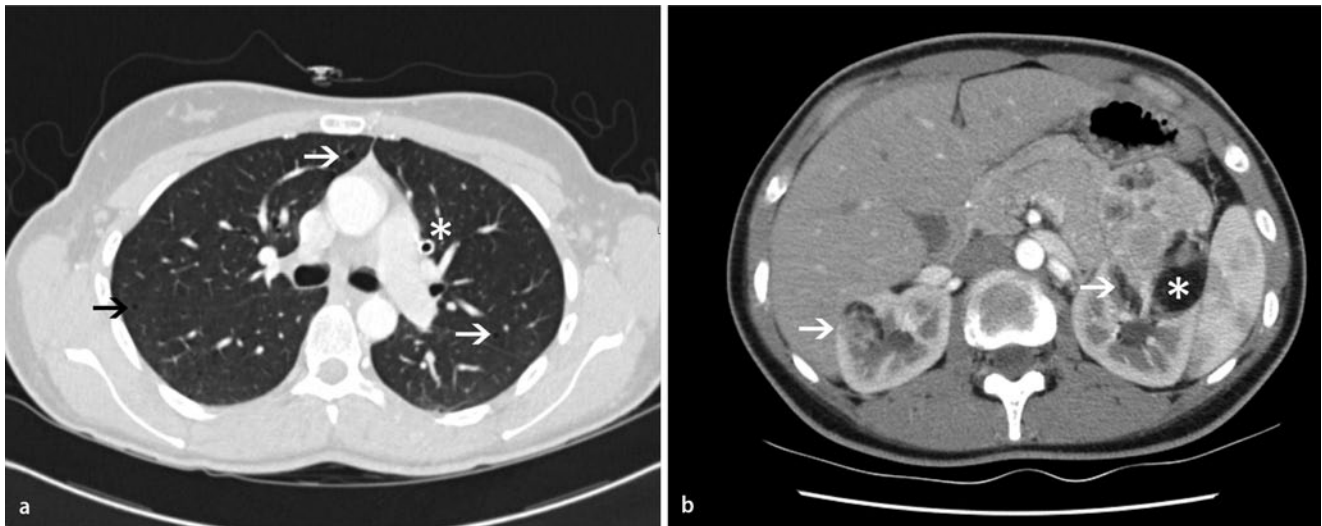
a CT-Untersuchung des Thorax, welche 5 Jahre zuvor angefertigt worden war: Kleine dünnwandige Zysten sind in den Lungensegmenten 3 und 6 beidseits abgrenzbar (Pfeile). Bei Zustand nach Spontanpneumothorax links hier einliegende Thoraxdrainage (*). b Kontrastverstärkte CT-Untersuchung des Abdomens: Bekannte und im Verlauf größtenprogrediente Angiomyolipome (Pfeile) beider Nieren. Charakteristisch sind die fettisodensen Dichtewerte innerhalb des Tumors (* [1]). Sollten Tumorkalzifikationen detektiert werden, ist differenzialdiagnostisch auch an ein Nierenzellkarzinom zu denken, das in seltenen Fällen auch Fett enthalten kann. (Nach [2])
